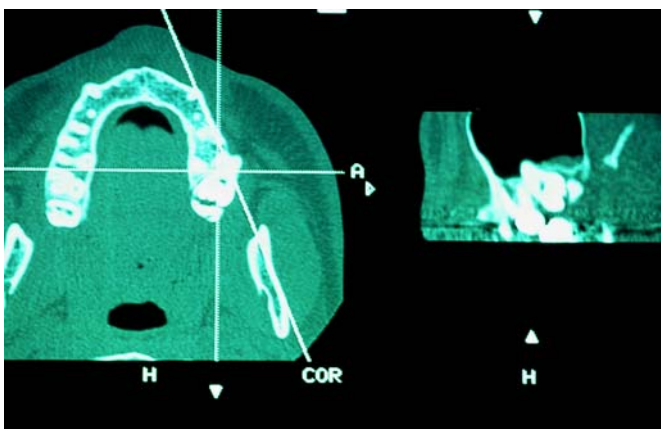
Corte transversal y sagital de la tomografía computarizada a nivel de la zona afectada. Puede apreciarse el engrosamiento de la mucosa sinusal.
